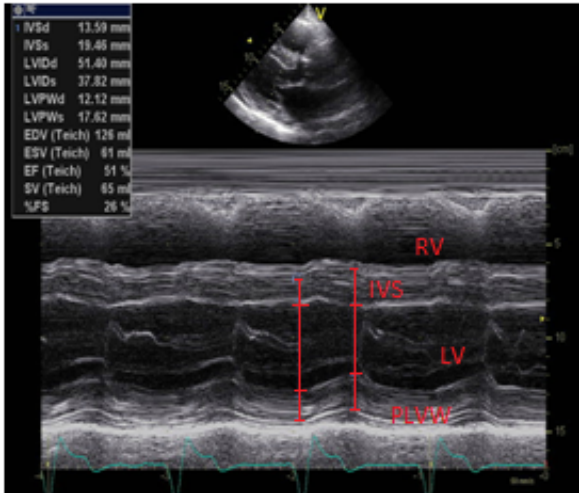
M-Mode durch den linken Ventrikel parasternale Längsachse, RV= rechter Ventrikel, LV= linker Ventrikel, IVS= interventrikuläres Septum, PLVW= posterior linksventrikuläre Wand
